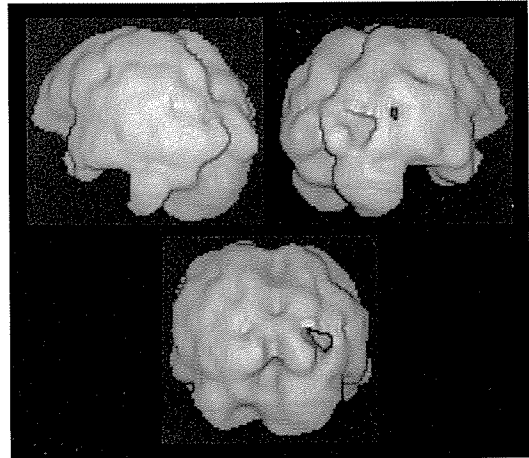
症例3のphosphen 軽度再出現期の SPECT 立体画像
